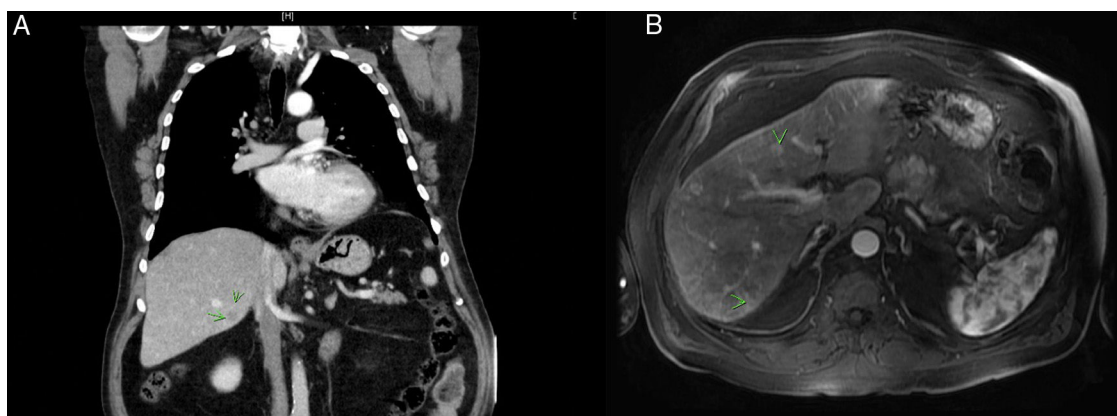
A) En la TAC se observa una lesión hipodensa en el lóbulo hepático derecho. B) Lesiones hiperintensas en T1 bilobares en la RMN.
